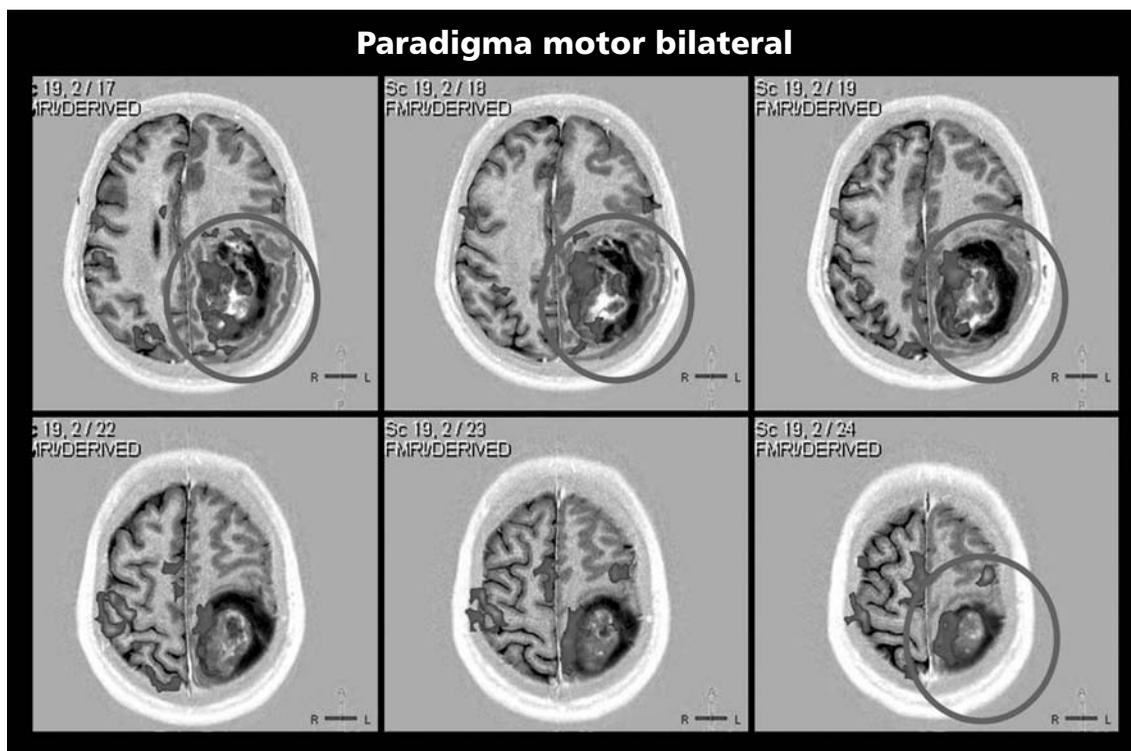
Glioblastoma multiforme frontoparietal izquierdo que compromete la región rolándica. Durante la evaluación por resonancia funcional con paradigma motor bilateral, se observa activación de contraste BOLD en las áreas motoras primarias y en el área motora suplementaria. El tumor compromete el área elocuente motora primaria izquierda evidenciándose una importante activación de contraste BOLD intratumoral (círculo).
